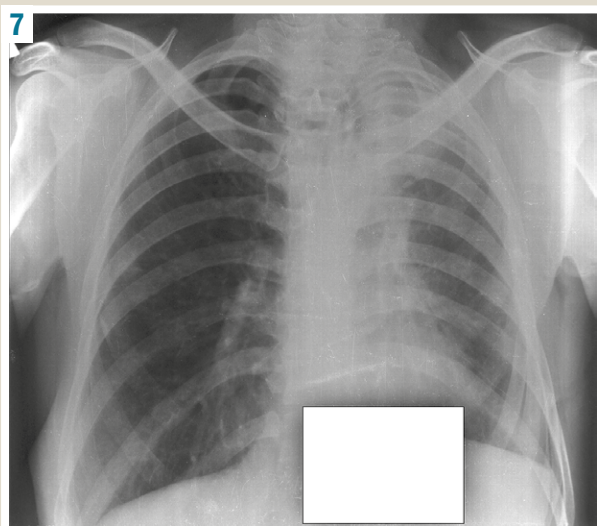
Chest X-ray from 20.07.2021: condition after resection of the upper lobe of the left lung. The lung is expanded, there are fibrothorax, increased density of lung tissue, fibrosis in the upper fields. There are single dense foci on the background of bilateral pneumofibrosis in the lower fields. The left hilum is pulled up. Pulmonary heart.
